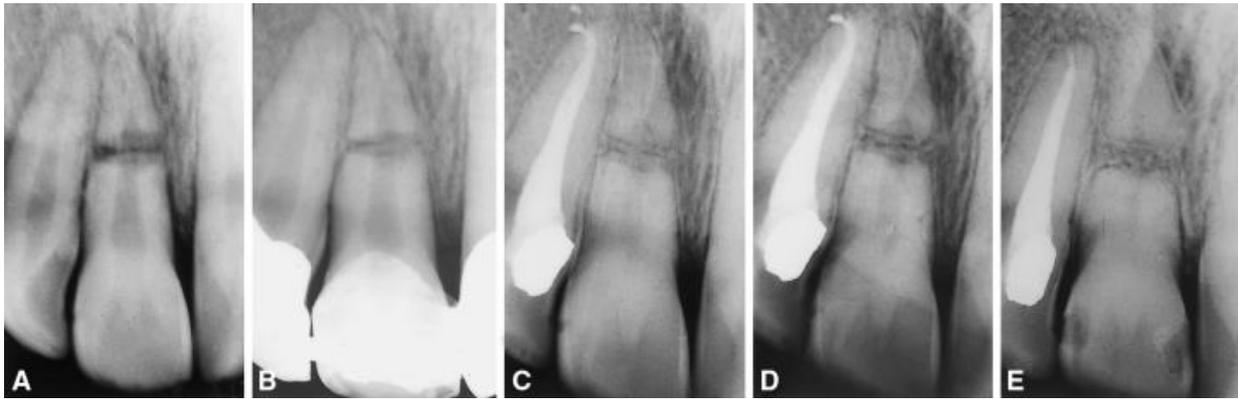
Radiographies d'une 11 présentant une fracture radiculaire horizontale qui cicatrise par interposition de tissus conjonctif et osseux ; par Cvek et coll. (2001) (37) :
